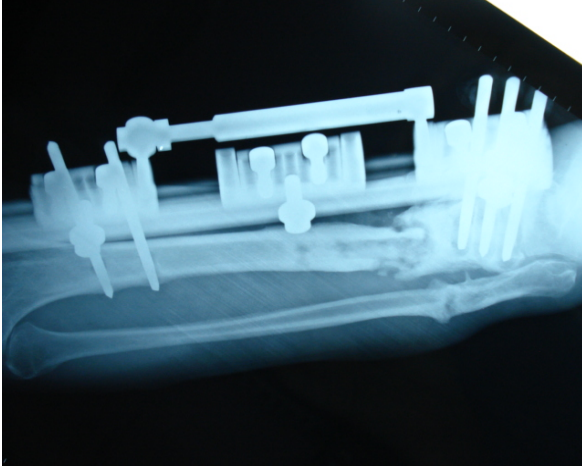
Aynı hastanın preop ön-arka grafisi
